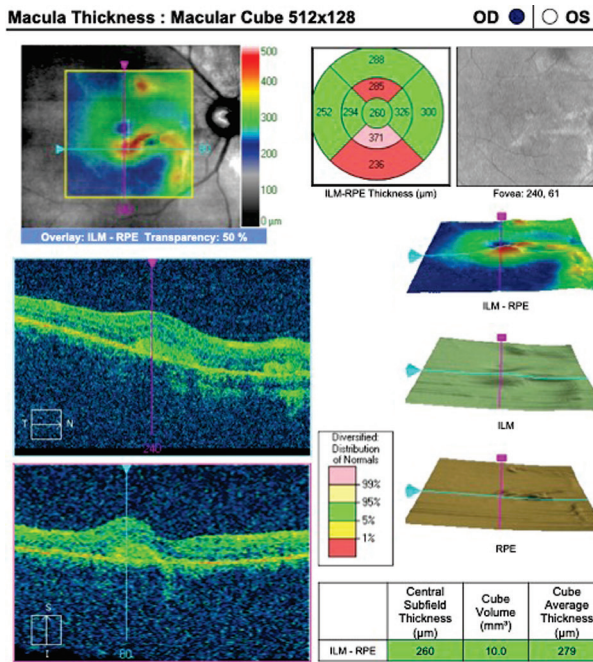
Оптическая когерентная томограмма макулярной области сетчатки правого глаза. Фиброваскулярная отслойка нейроэпителия, интратетинальная жидкость
